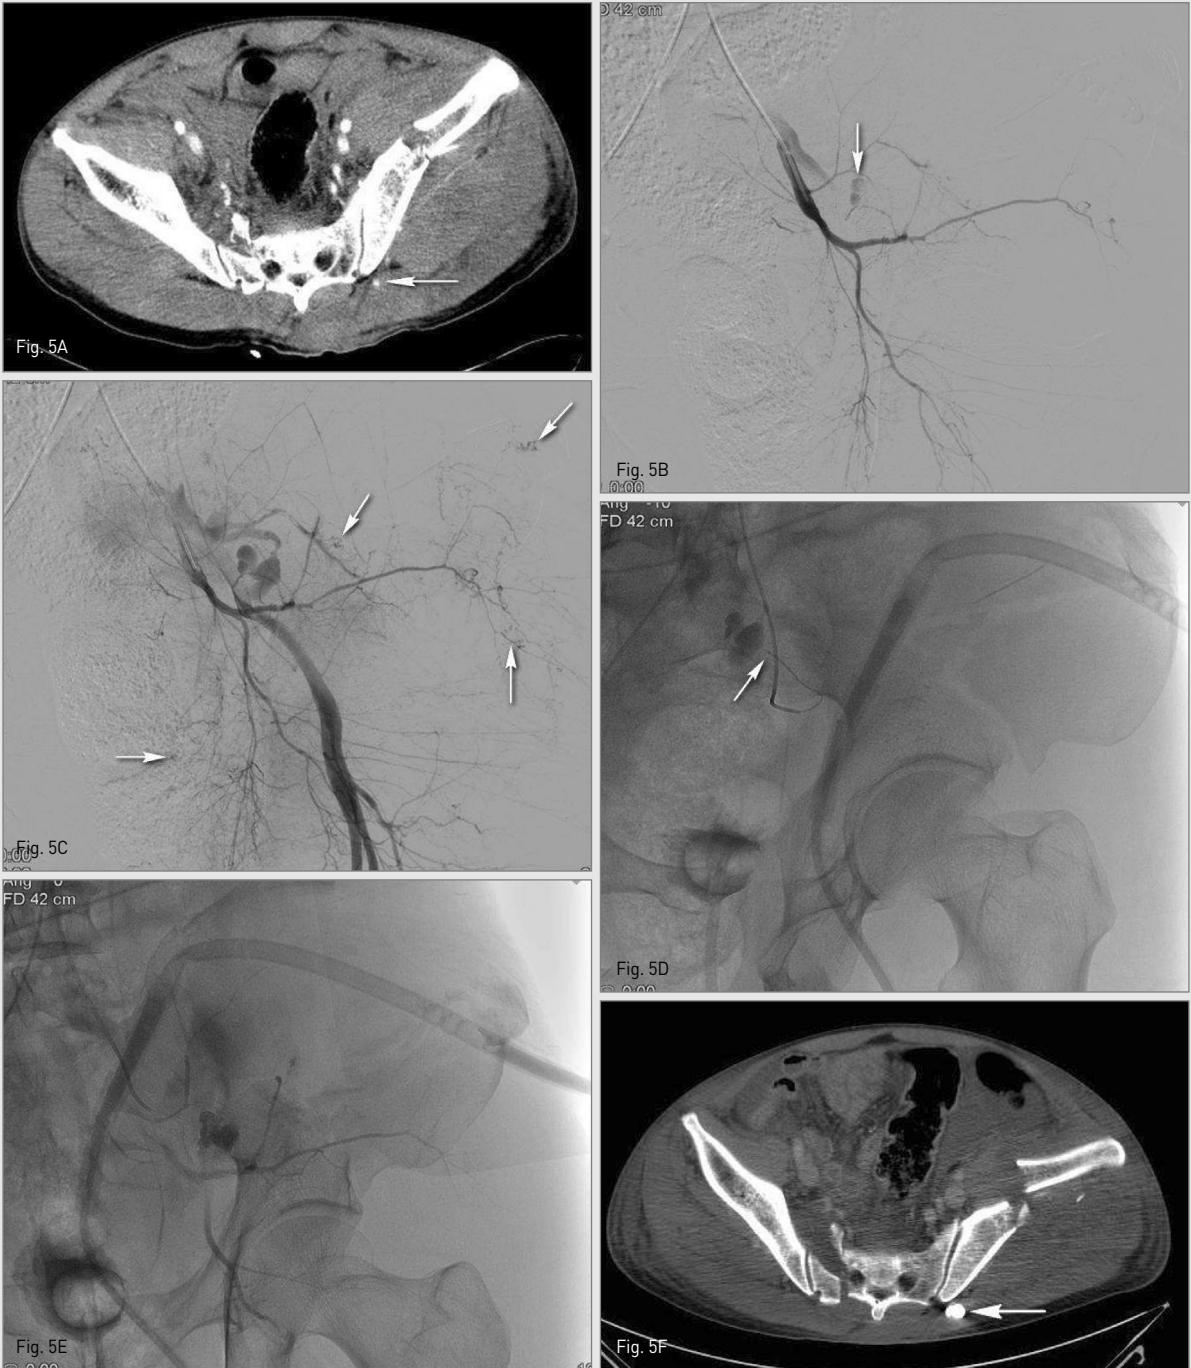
A CT image shows extravasation of contrast media posterior to Lt. sacroiliac joint.
